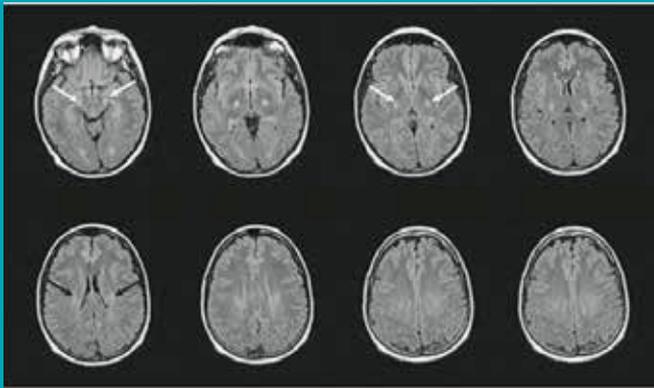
IRM conventionnelle dans la SLA (séquences FLAIR). Hypersignal visible sur le trajet du faisceau corticospinal, depuis les centres semi-ovales jusqu'au tronc cérébral. (source : Edimark Sante)
